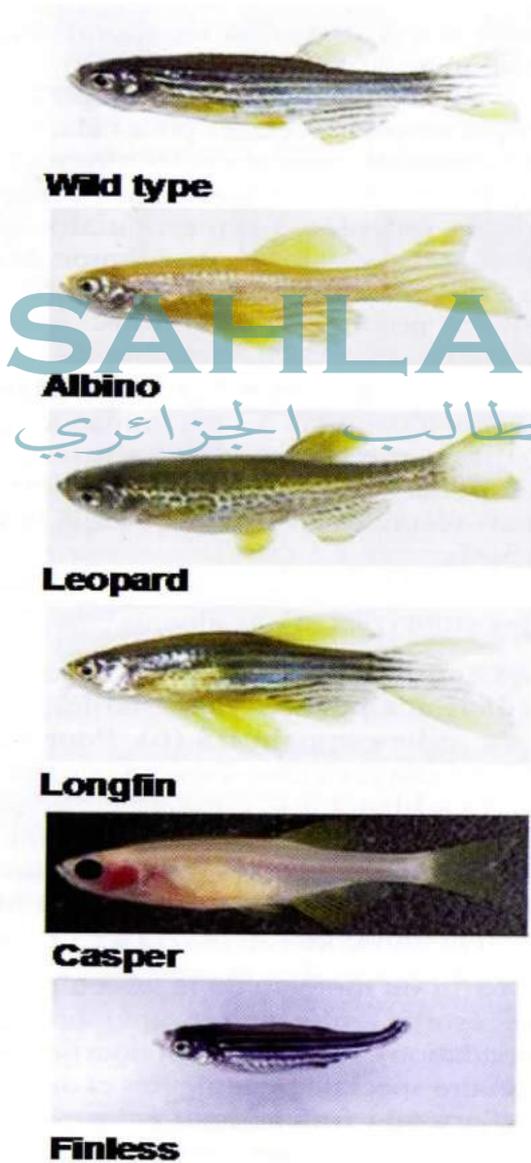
Poissons Zèbres adultes sauvages (Wild type) et mutants (albino, leopard, longfin, casper et finless) : photos par RJ Egan (2009) et RM White (2008).
